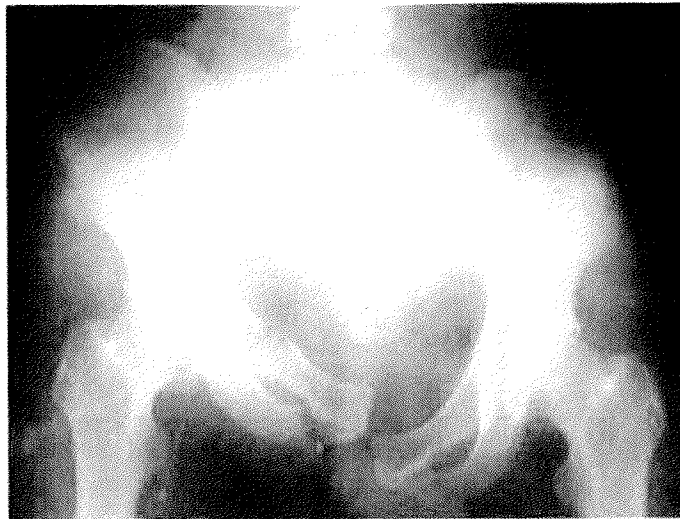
26歳男性、6階から墜落し受傷。来院時収縮期血圧：80 mmHg、意識状態：GCS 5。ABCアプローチを行いながら、筆者自身が用手的骨盤動揺性検査を行ったが、不安定性の確信は得られなかった。しかし、X線単純写真上明らかな不安定型骨盤骨折が存在する
